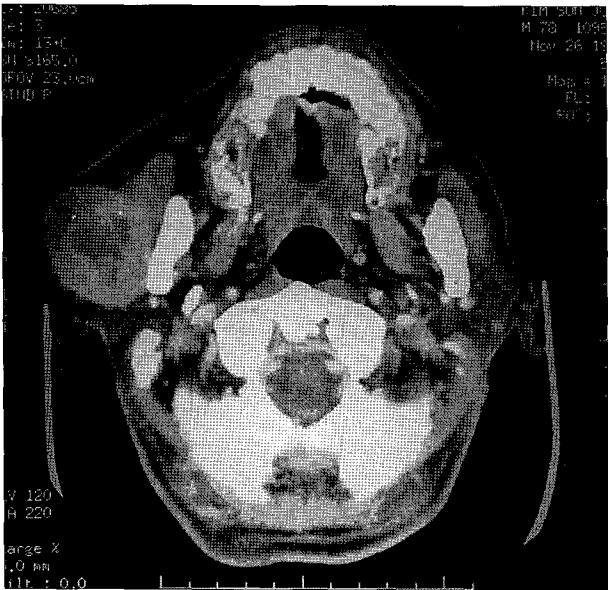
Neck CT scan showing a 5.0cm sized well defined round shaped mass with inner cystic portion in right parotid gland, limited in superficial lobe.
